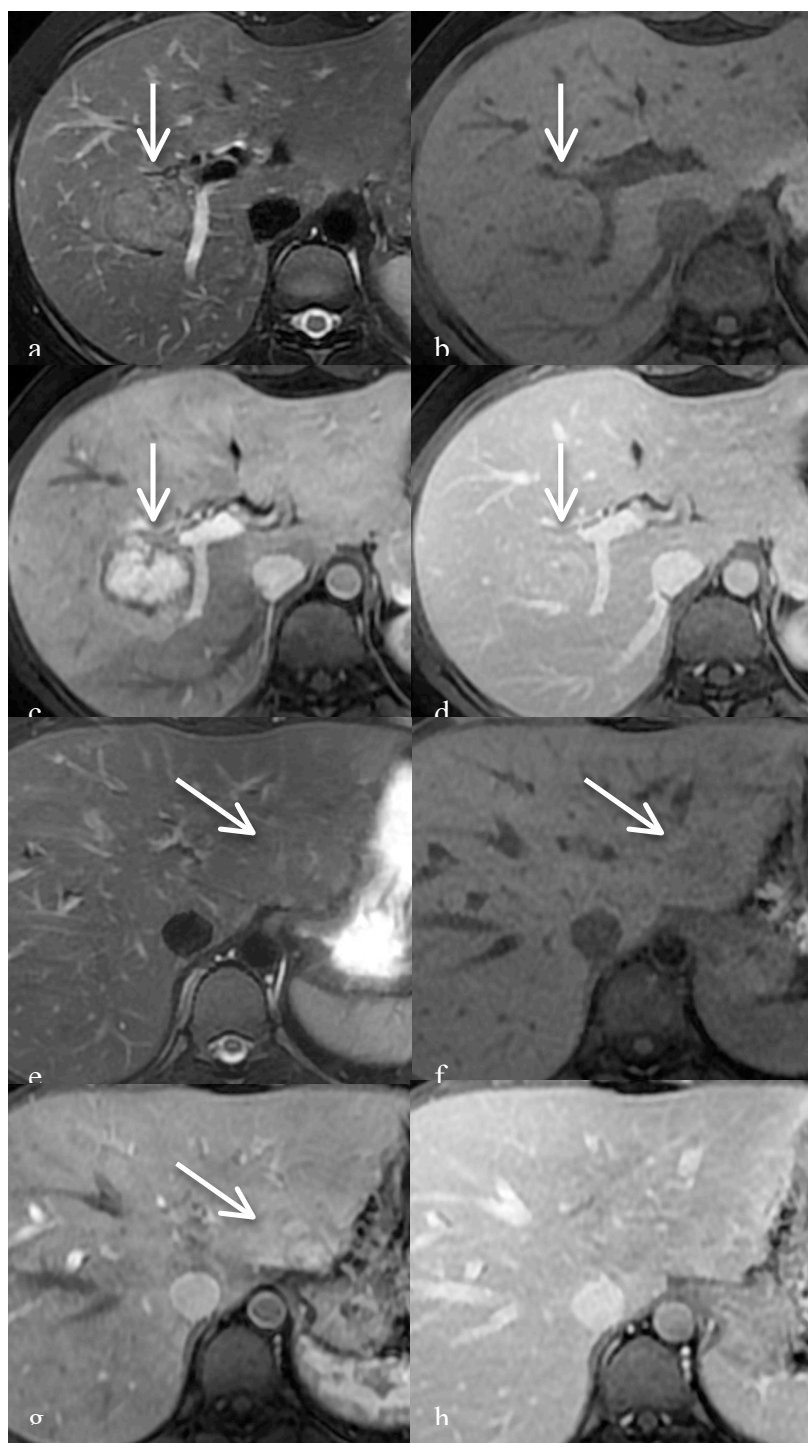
Patiente âgée de 20 ans. Découverte d'une masse hépatique du segment V lors d'une échographie réalisée pour maladie de Crohn, ayant motivé la réalisation d'une IRM. La lésion du segment V (flèche) est homogène, discrètement hyperintense en pondération T2 (a) et discrètement hypointense en pondération T1 (b), se rehausse intensément au temps artériel tardif (c) à l'exception de l'élément central et est isointense au temps tardif (d). Cette lésion est typique d'HNF en IRM. Une deuxième lésion (flèche), mesurée à 26mm, est décelée dans le segment II, en isosignal en pondération T2 (e), discret hyposignal en pondération T1 (f), très faiblement réhaussée au temps artériel tardif (g), isointense au temps tardif (h). Un élément central n'est pas clairement visible. Une échographie de contraste (non montrée) est réalisée et met en évidence un rehaussement centrifuge en rayon de roue permettant d'affirmer le diagnostic d'HNF.
